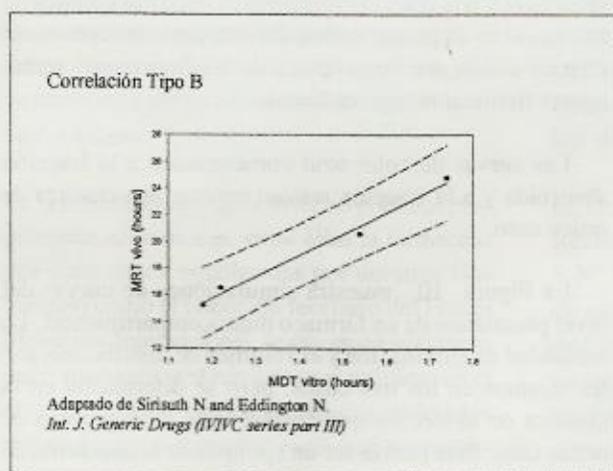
Correlación Tipo B entre el tiempo medio de disolución (MDT) y el tiempo medio de residencia (MRT) entre tres formulaciones de diferente velocidad de cesión
